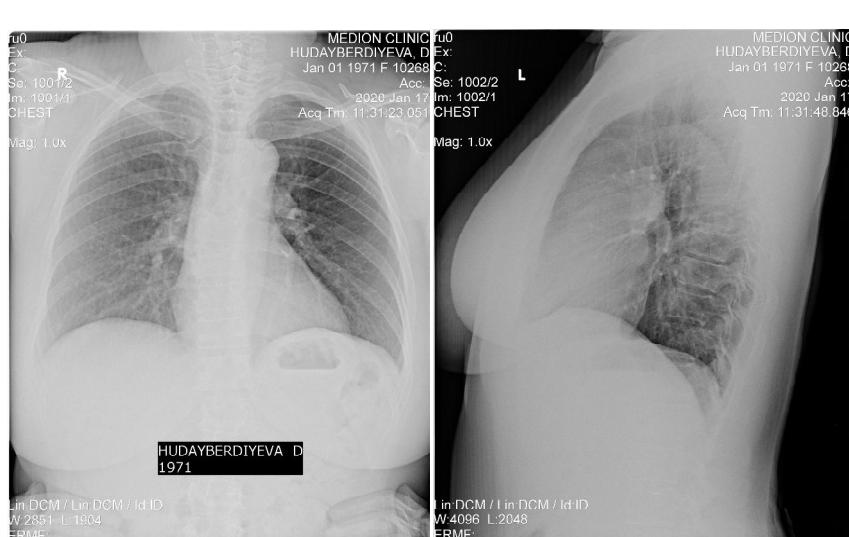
Рисунок №1. Рентгенография грудной клетки
